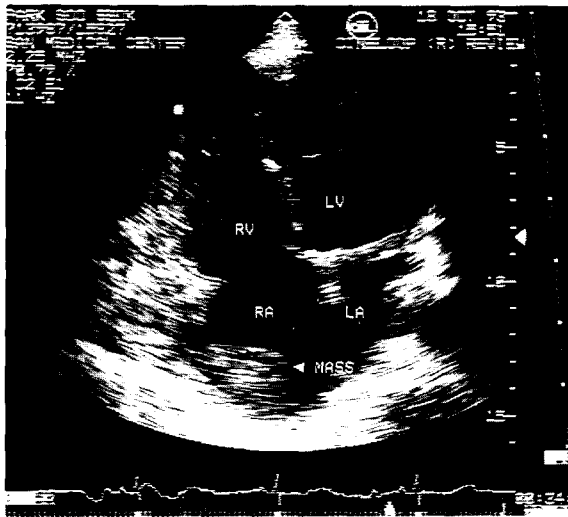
심초음파 소견. 우심방내에 종괴가 있는 것을 보여주고 있다.
